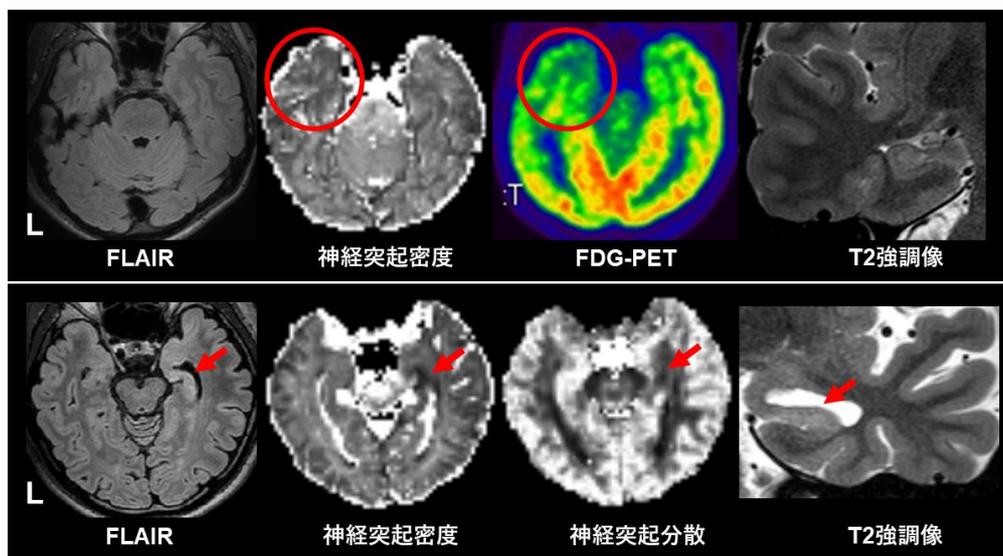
(A) MRI 無病変・FDG-PET 陽性の左 TLE で、焦点側の側頭葉先端部に神経突起密度低下を認める。(B)海馬硬化を伴う右 TLE で、焦点側海馬における神経突起密度と神経突起分散の低下を認める。(論文リスト 4 より一部改変)
